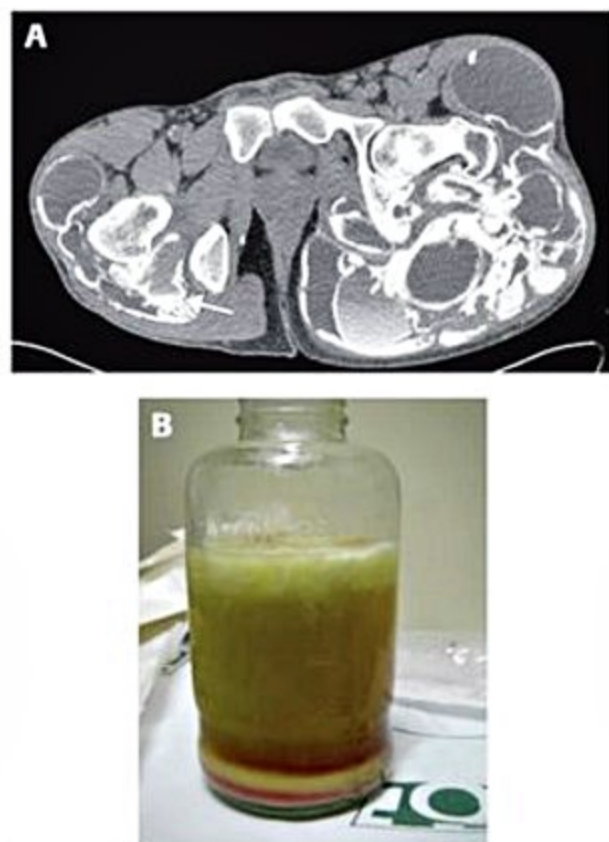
Calcinose tumoral. (A) Tomografia computadorizada da bacia – imagem axial. Massa multiloculada de partes moles periaricular ao redor da bacia, densa, com níveis líquido-líquido (seta), sugerindo o diagnóstico de calcinose tumoral. (B) Na punção de alívio foi aspirado material pastoso amarelado.
